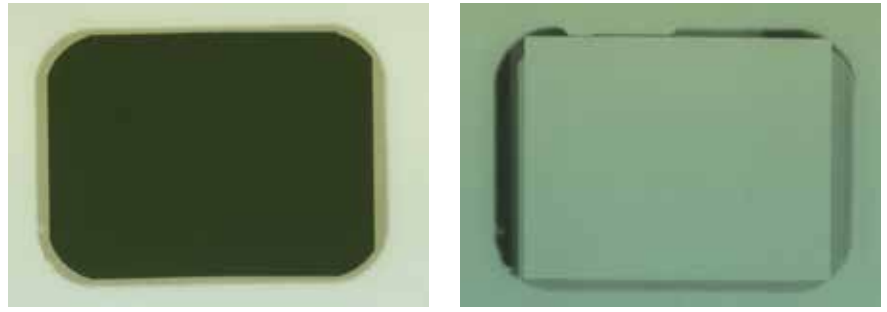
Schwärzung des Röntgenfilms hinter selbst konzipierter Blende, im Abstand von 7cm zum Film, mit (rechts) und ohne (links) aufgelegtem Zahnfilm.
